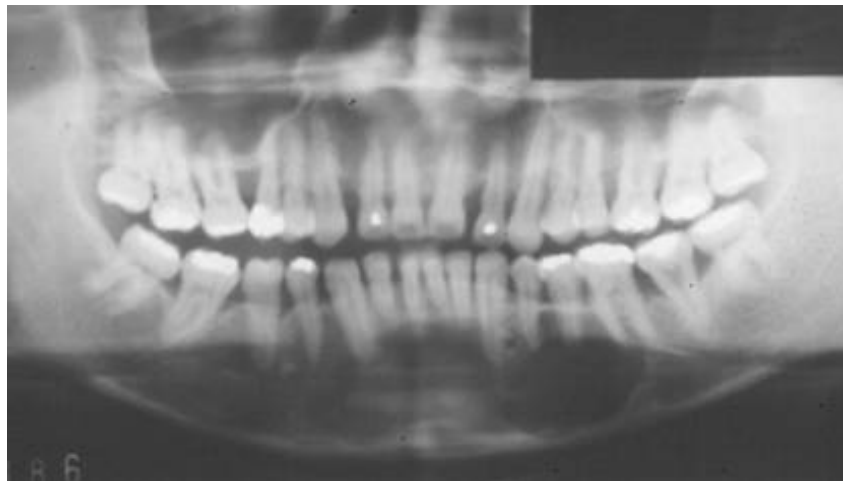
Ortopantomografía donde se observa lesión radiolúcida bien definida
